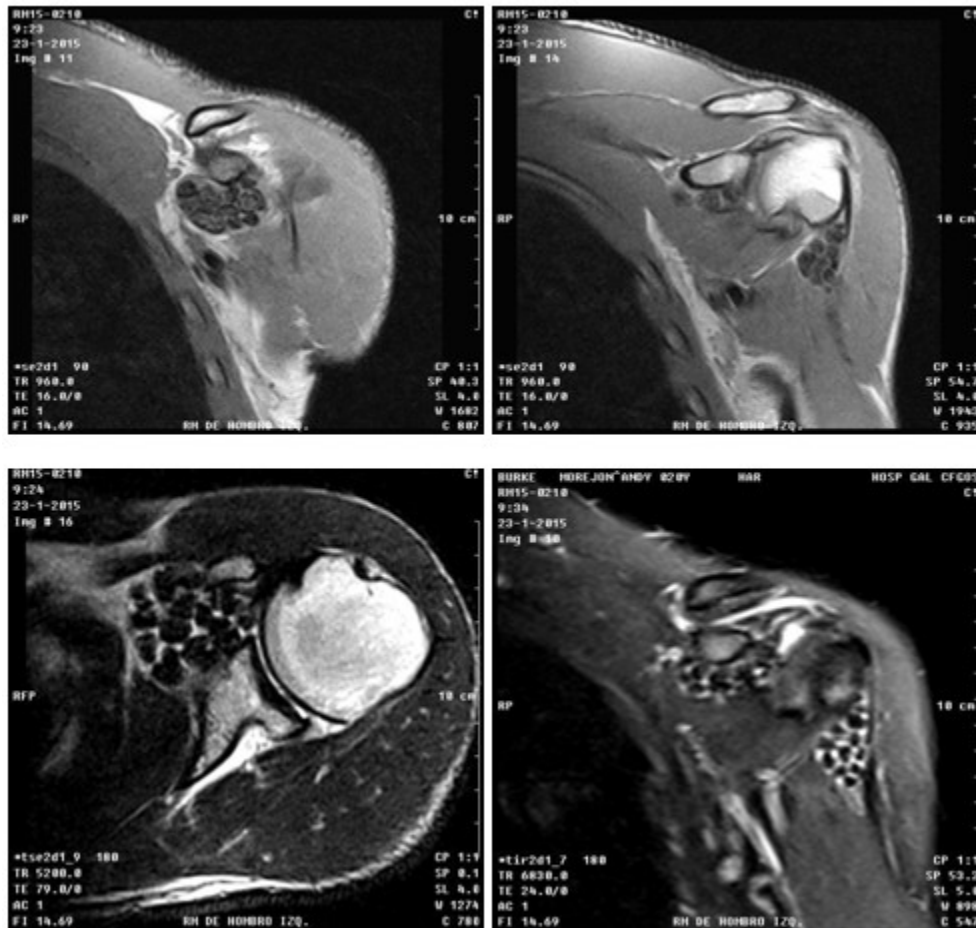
Imágenes de resonancia magnética del paciente que muestran además derrame articular y tumefacción de las partes blandas
